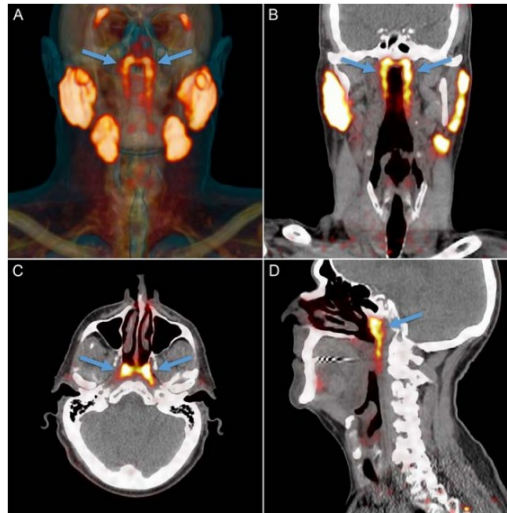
Imagens de PET/CT PSMA (Valstar et al., 2021)
